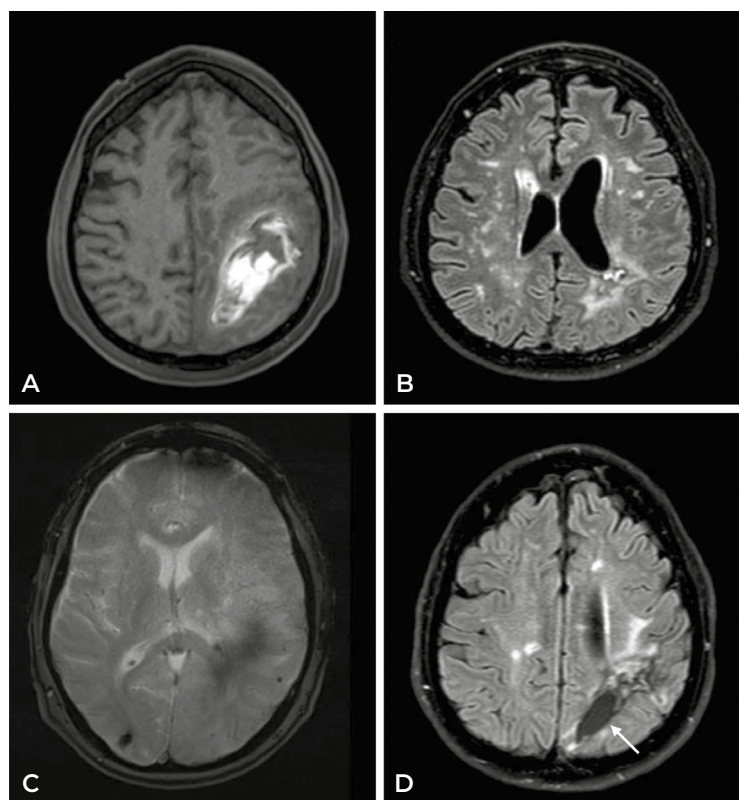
Resonancia magnética cerebral en fase aguda. A) Secuencia T1: hematoma intraparenquimatoso lobar parietal izquierdo (56×36 mm) con desplazamiento de línea media. B) Secuencia FLAIR: hiperintensidades periventriculares bilaterales compatibles con leucoencefalopatía vascular (Fazekas II). C) Secuencia HEMO/T2*: microhemorragias corticales y subcorticales (B y C: hallazgos indicativos de enfermedad cerebral de pequeño vaso). D) Secuencia FLAIR: hipointensidad focal sugestiva de porencefalia posthemorragia (flecha blanca).
